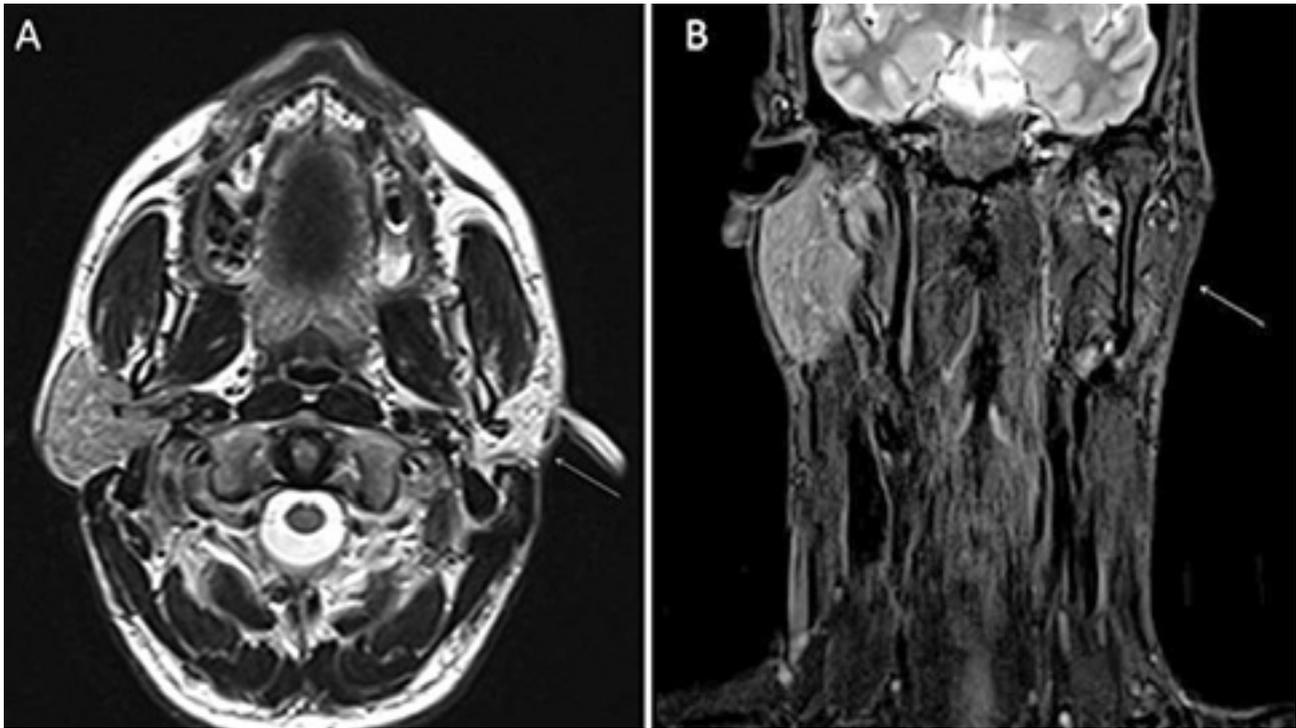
Corte axial (A) y corte coronal (B) respectivamente de Resonancia magnética que muestra (flecha) ausencia de la glándula parótida izquierda.
